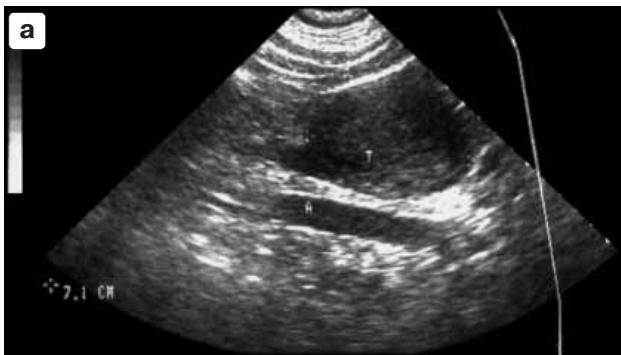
Фиброма забрюшинного пространства слева. Больной З., 23 лет. а – эхограмма забрюшинной фибромы – гипоэхогенная однородная опухоль с ровными четкими контурами. б – на компьютерной томограмме фиброма выглядит как гомогенное образование мягкотканной плотности с ровными контурами, оттесняющее левую почку дорзально.
